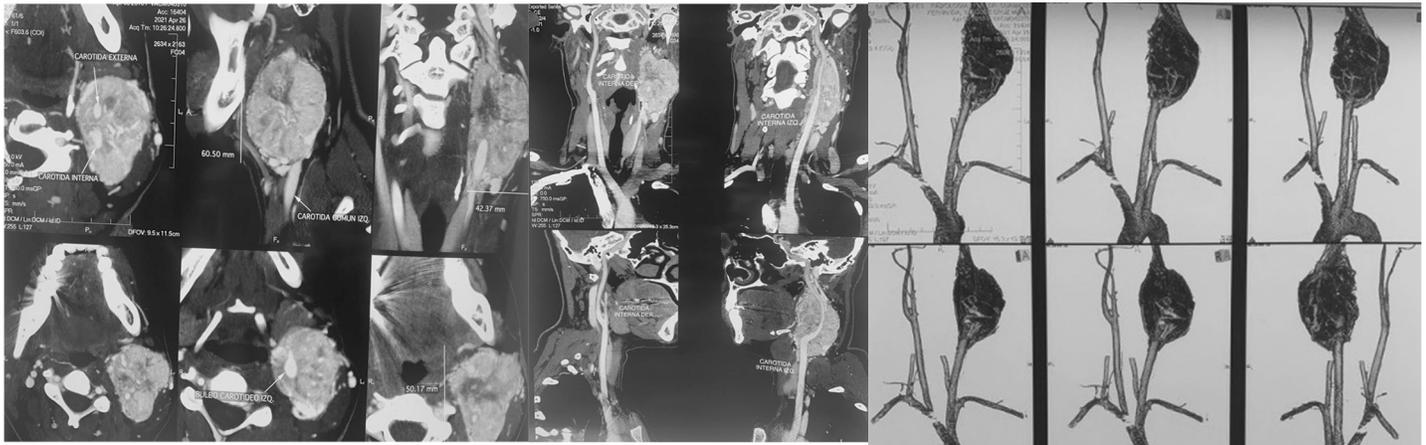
Angiotomografía.
